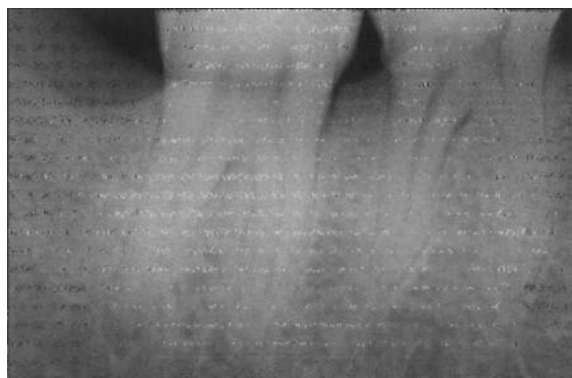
La radiographie rétroalvéolaire ne révèle pas de lésion carieuse coronaire.
